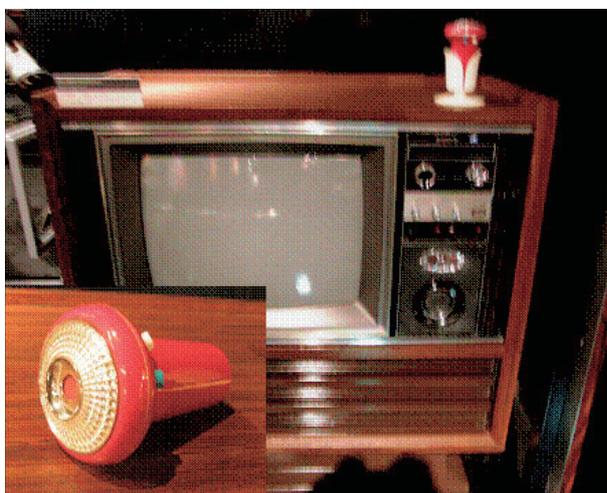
「ズバコン」1971発売の超音波リモコン
